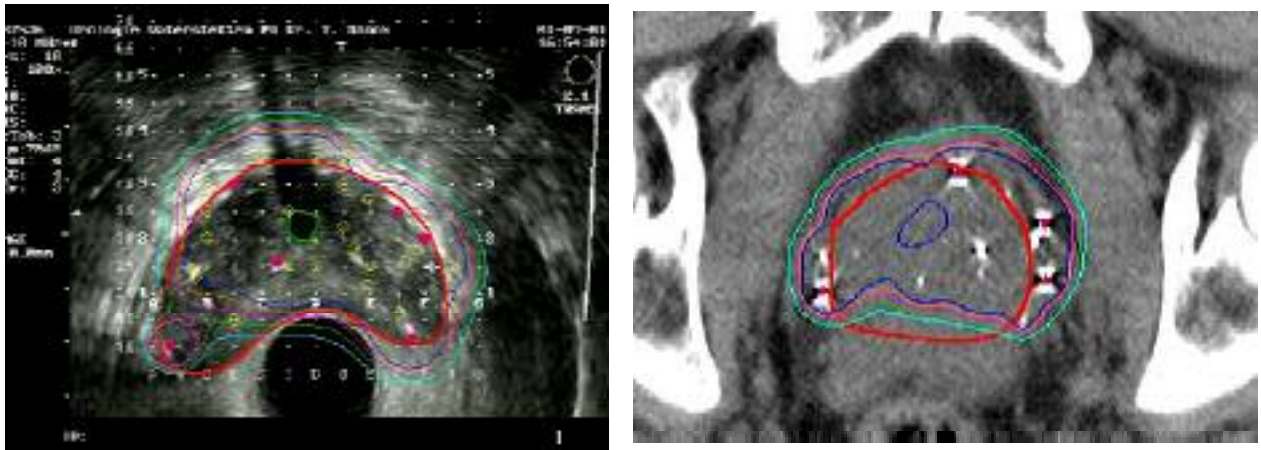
CT-Nachplanung und korrespondierende TRUS-Implantationskontrolle vor „Nachspickung“
